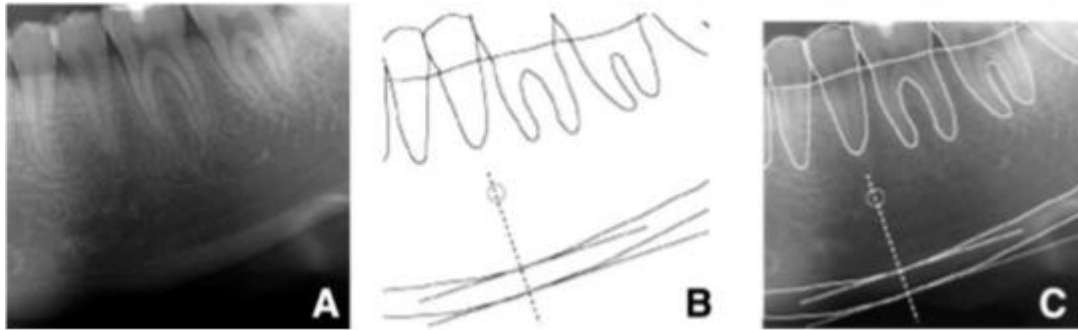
Ancho cortical mandibular. (A) Radiografía Panorámica de la cortical inferior mandibular. B= Líneas trazadas para la medición del ancho cortical en la zona del agujero mentoneano, la distancia entre las dos líneas paralelas corresponde al ancho cortical. (C) Superposición A y B (Morimoto et al. 2009)
